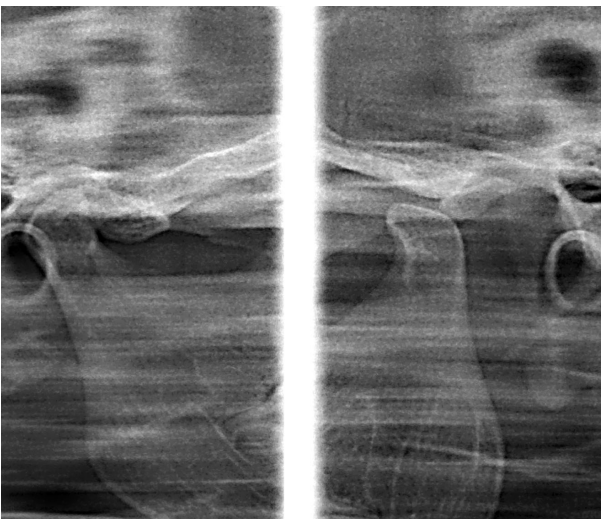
Рентгенограма СНЩС при відкритому роті тієї ж хворої. Визначається звуження суглобової щілини справа та виражене зміщення суглобової головки за межі вершини суглобового горбика.
